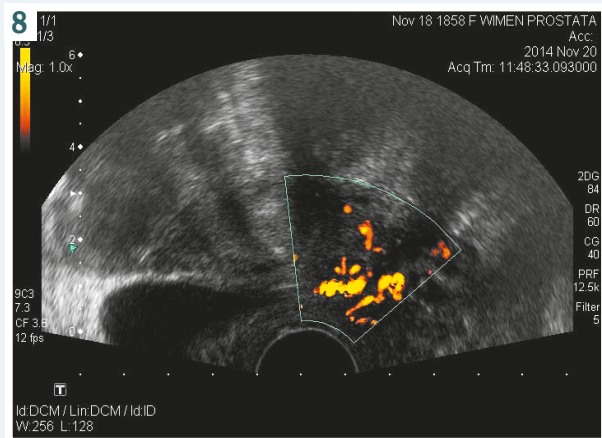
Ultrasound study of paraurethral glands (diffuse type) with the determination of Doppler indices at the background of video-erotic stimulation. Patient G., aged 30. Steady accumulation of glandular tissue along urethra. Increase in blood flow in tissues of paraurethral glands with bright coloration of vascular image. Doppler indices of blood flow: Vps = 8.40 cm/sec, IR = 0.68; IP = 1.16.
